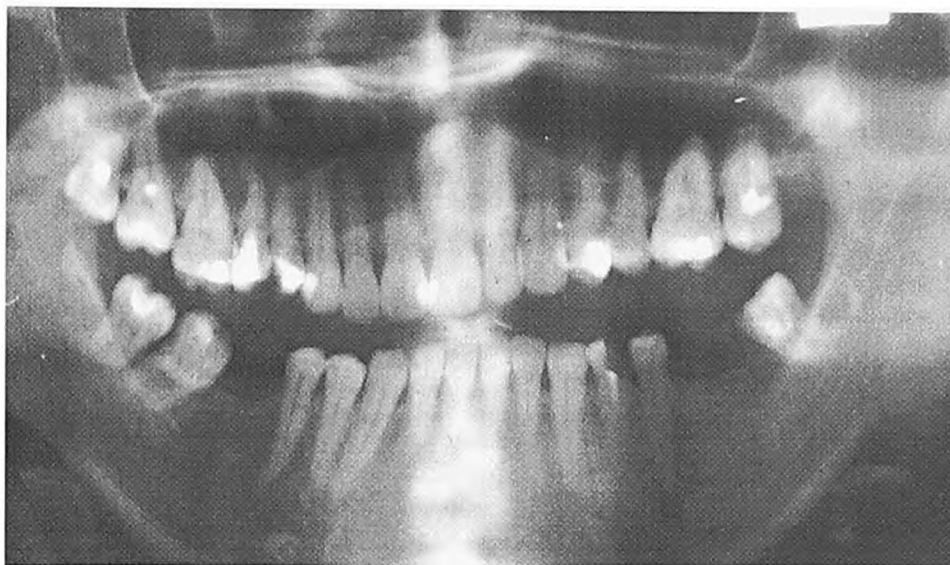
Ортопантомограмма больного А., 21 год
